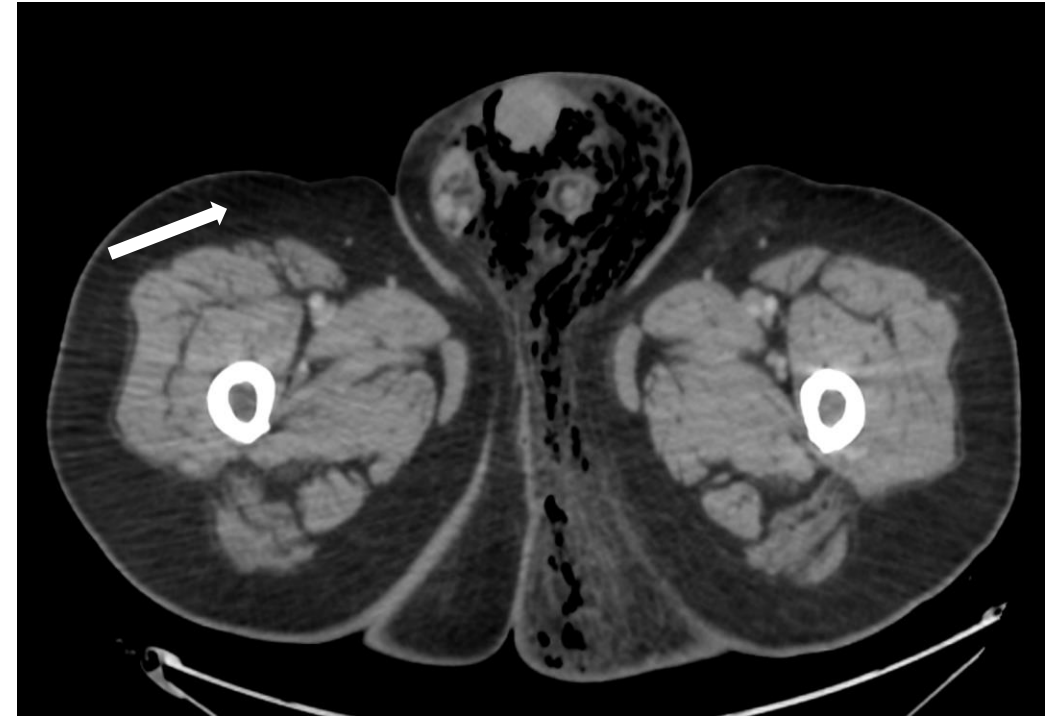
en la imagen de TC del paciente anterior, con gas en tejido subcutáneo en bolsas escrotales, alrededor del pene y hacia el periné y fosa isquioanal, en relación con gangrena de Fournier.
